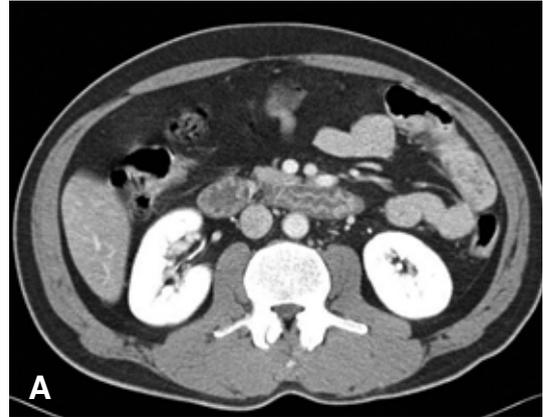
Abdominal CT scan. (A, B) The CT shows mucosal thickening of the duodenal 3rd and 4th portion and terminal ileum.
